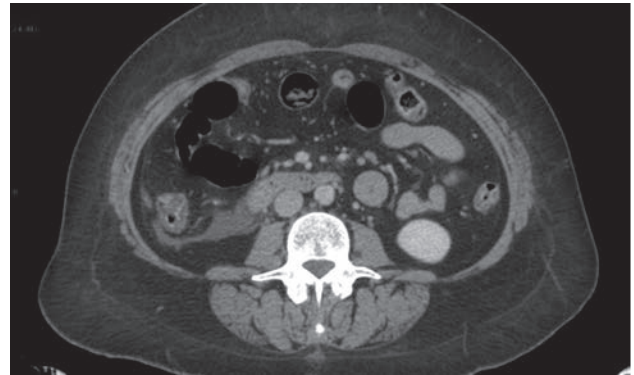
TC de abdomen con líquido en el espacio pararenal.
